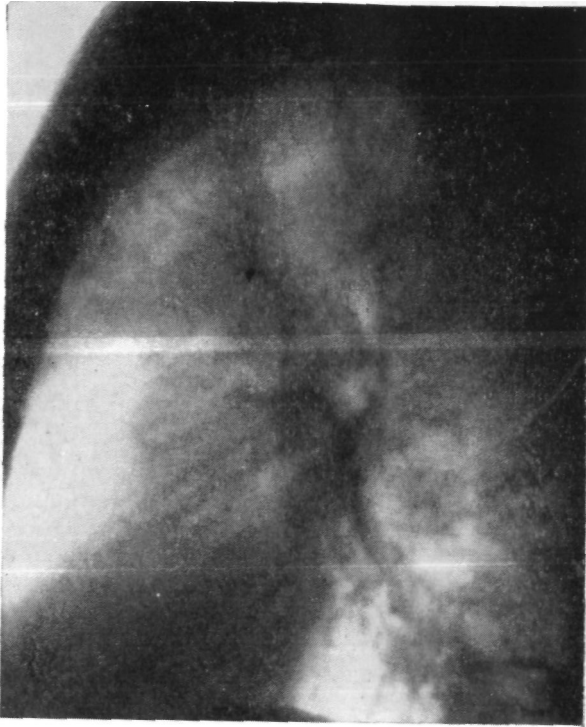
То же больной. Боковая рентгенограмма левого легкого. Ателектаз 3-го сегмента.
